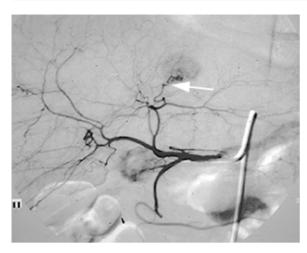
41-jährige Patientin mit Zustand nach Rektumresektion wegen Karzinom. Im Rahmen der Nachsorge sonographisch neu aufgetretener Leberherd im linken Lappen. Arterielle Phase der Katheterangiographie mit Darstellung einer FNH-typischen Gefäßarchitektur einschließlich zuführendem Feeder-Gefäß (*Pfeil*)
